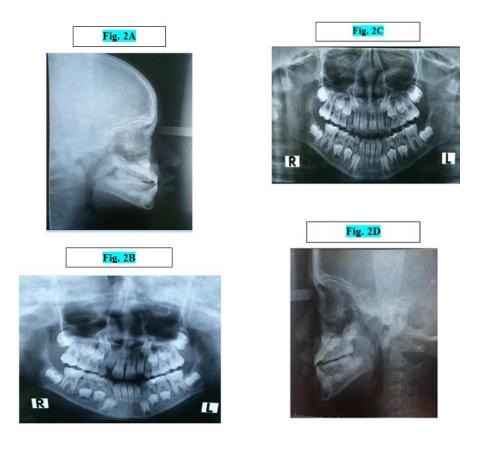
A) Radiografía panorámica de maxilares inicial. B) Radiografía cefálica lateral inicial. C) Radiografía panorámica de maxilares final. D) Radiografía cefálica lateral final.
